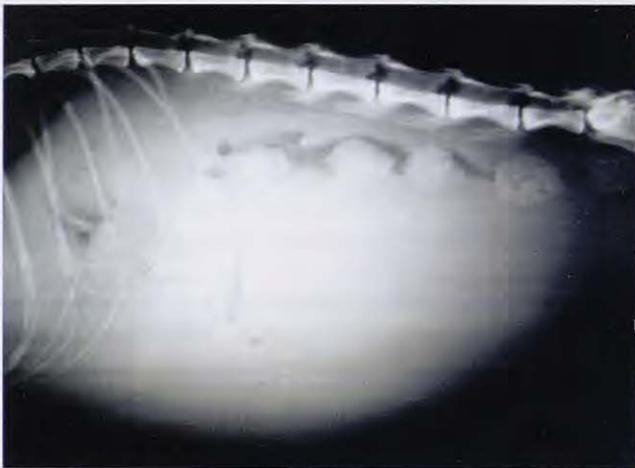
Radiografía abdominal latero-lateral derecha en la que se observa presencia de líquido abdominal.
